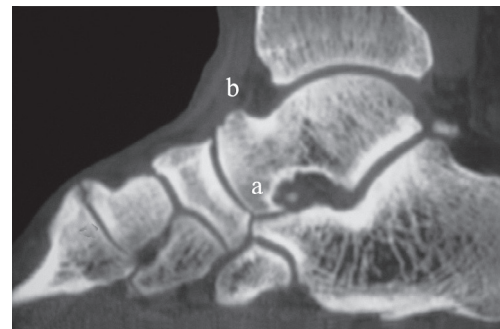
Imagerie par CT-scan d'un bec calcanéen long.
